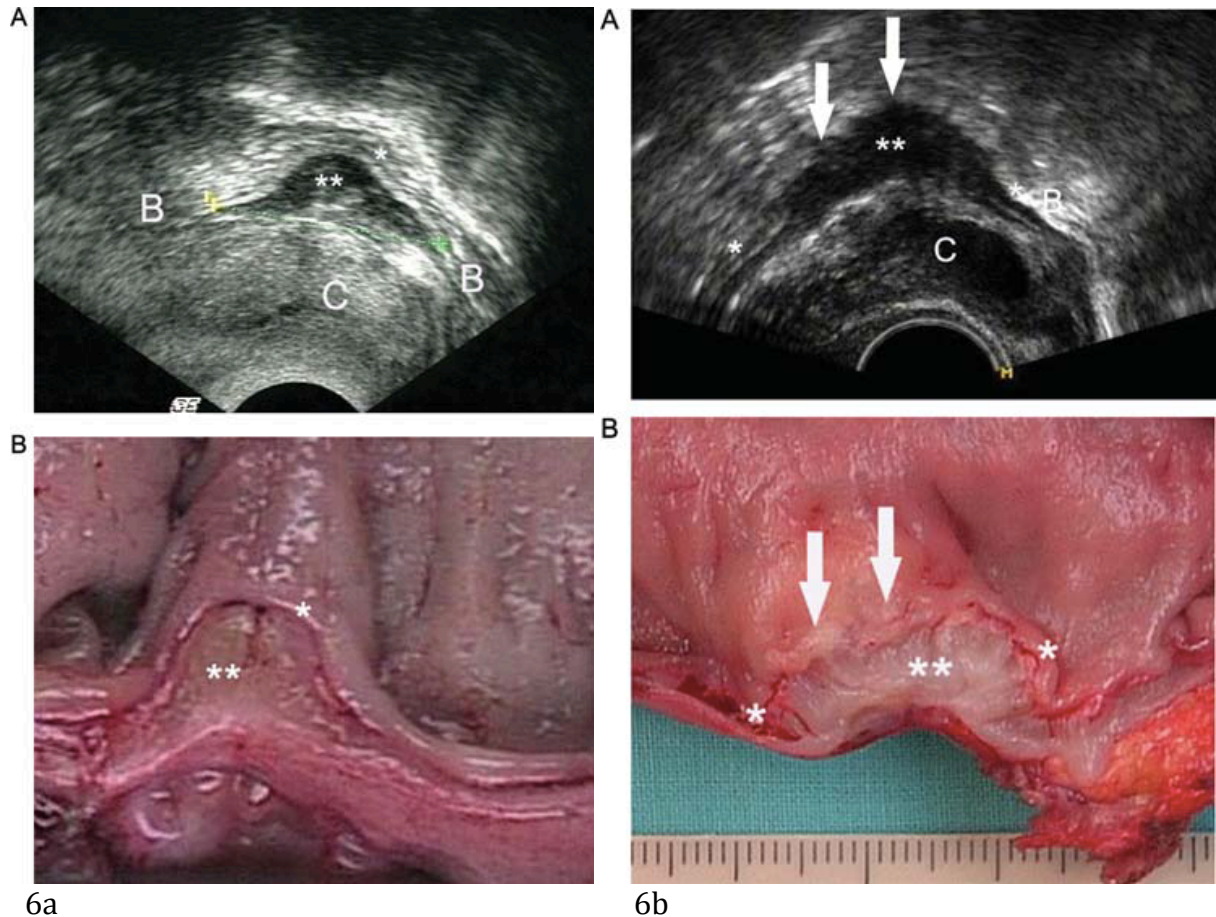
Endométriose pelvienne profonde rectale en échographie endo-vaginale sans préparation ni opacification rectale (protocole proposé par Hudelist et al.), avec correspondance macroscopique. (6a) Infiltration limitée à la séreuse et la musculuse. (6b) Infiltration de la séreuse, de la musculuse et de la muqueuse[21].
